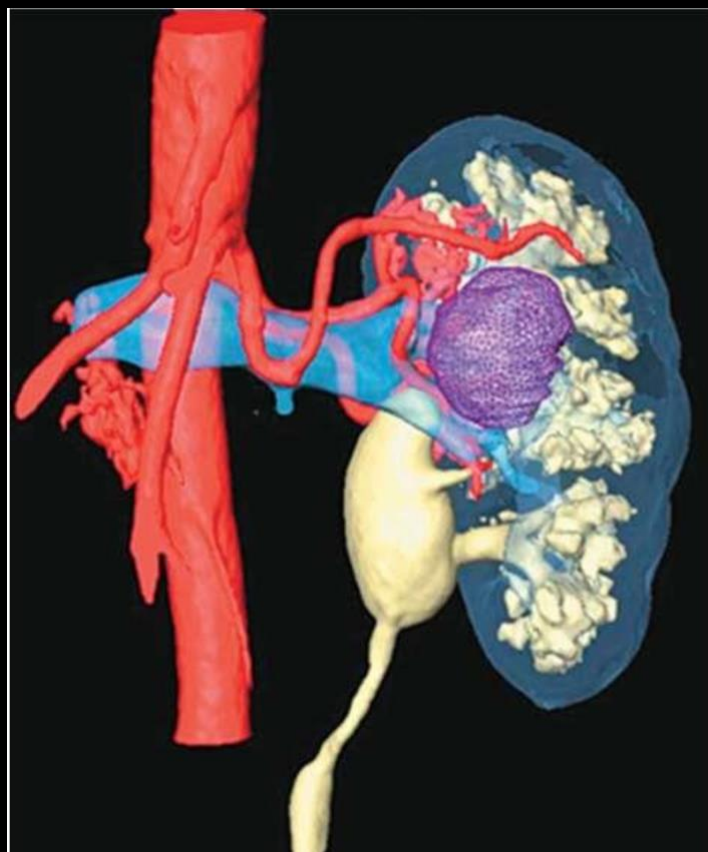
Компьютерная томограмма (3D моделирование патологического процесса, опухоль левой почки: агенезия правой почки) (Атлас по урологии от симптомов к диагнозу)
